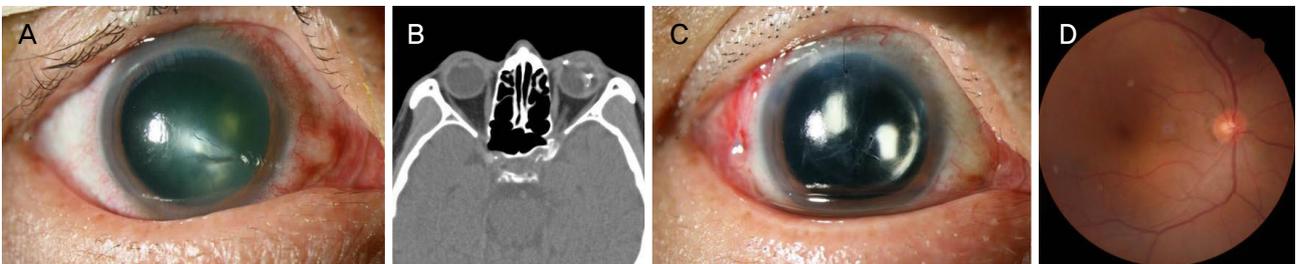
Case 1. (A) A preoperative photo of anterior segment shows 1.5 mm sized laceration at the center of cornea. (B) Computed tomography shows an intraocular foreign body in the left eye. (C) A postoperative photo of anterior segment shows an intraocular lens inserted in the ciliary sulcus. (D) There is no retinal injury in a postoperative fundus photo.
